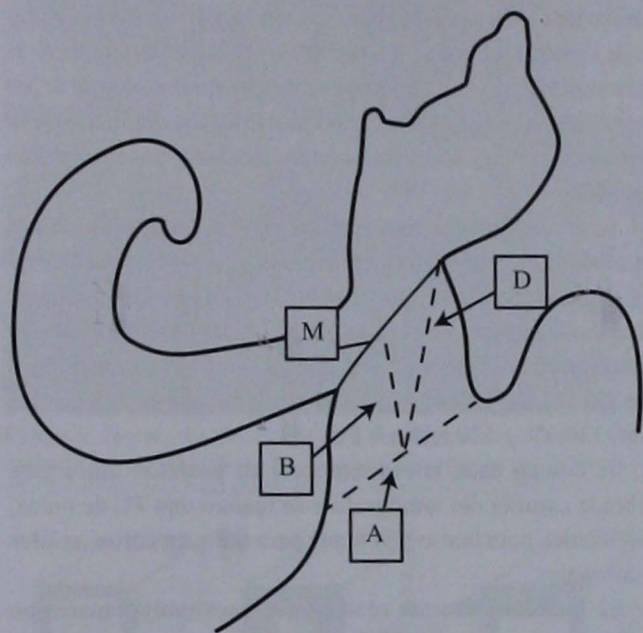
Parámetros medidos: A: distancia entre el promontorio y el opérculo; B: profundidad del nicho de la ventana redonda; D: profundidad aérea del nicho de la ventana redonda; M: longitud de la membrana de ventana redonda. Cohen D, Blinder G, Perez R, Raveh D. Standardized computed tomographic imaging and dimensions of the round-window niche. *Int Tinnitus J* 2005;11(2):158-162.
